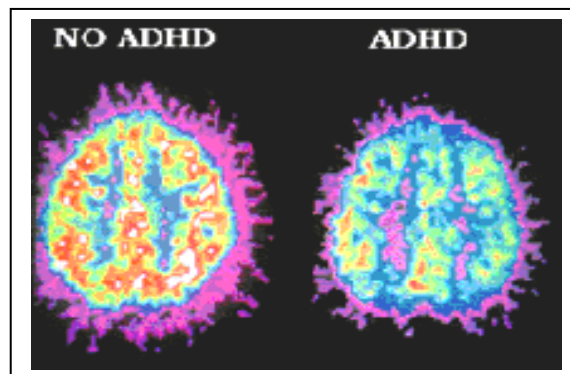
Tomografía de Emisión de Positrones en dos cerebros uno con presencia de TDAH y otro con ausencia
